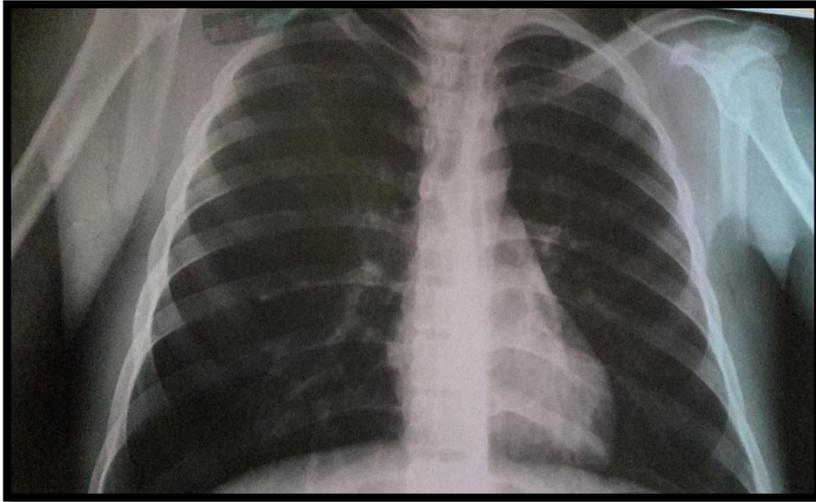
Radiografía AP de Tórax de Control
